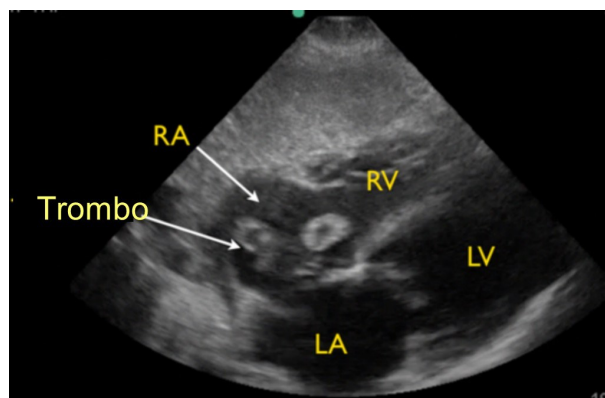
Ecocardiograma subxifoideo que demuestra trombo en aurícula derecha. Tomado de Jammal *et al.*<sup>41</sup>
